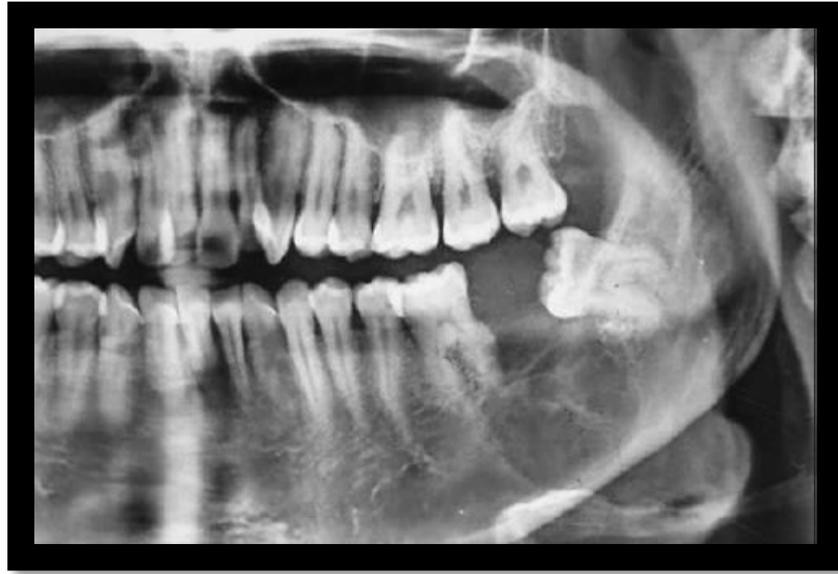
ortopantomografía muestra lesión multilocular²²
